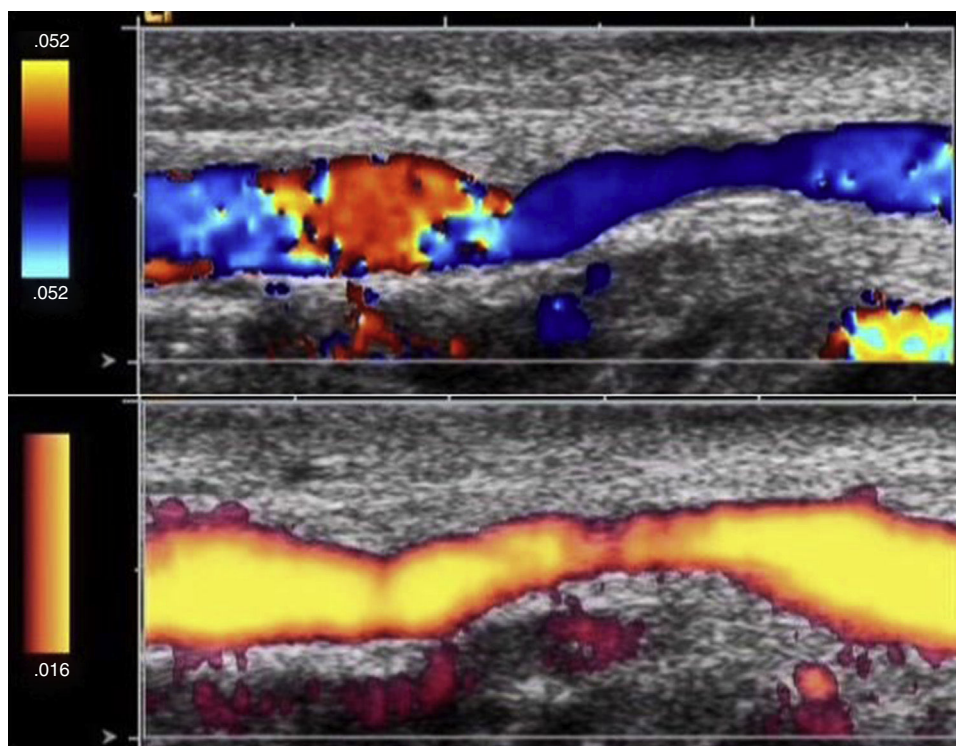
Imagen longitudinal de estudio Doppler que muestra marcado flujo turbulento distal a la zona de estrechamiento luminal.
